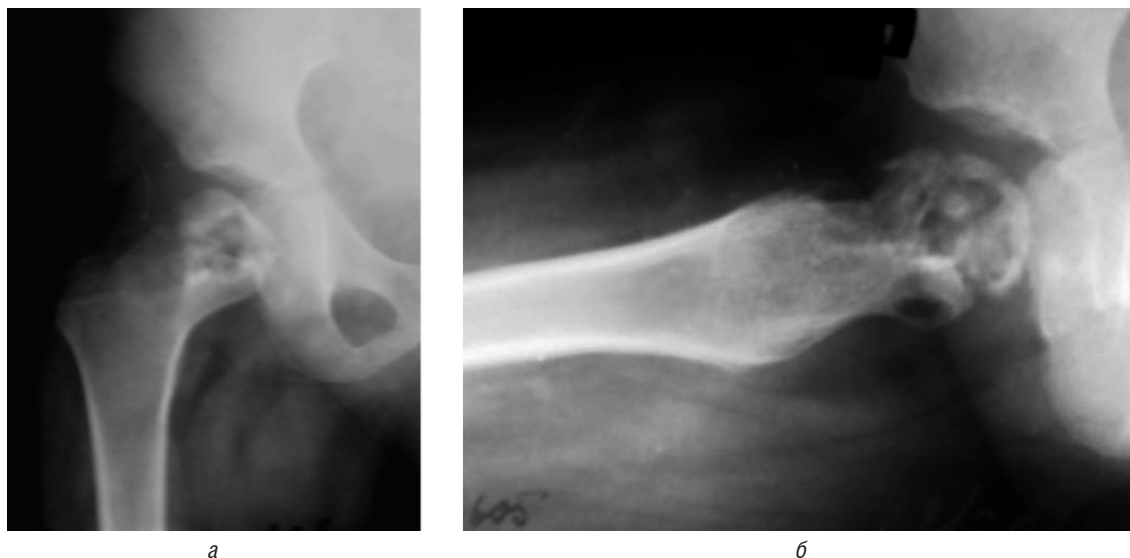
Обзорные рентгенограммы правого тазобедренного сустава в прямой проекции (а) и с отведением бедра (б). Первичный туберкулезный очаг в головке и шейке бедренной кости ребенка с прорастанием гранулемы через ростковый слой. Полость деструкции открыта в полость сустава, содержит секвестры. Суставная щель не сужена
